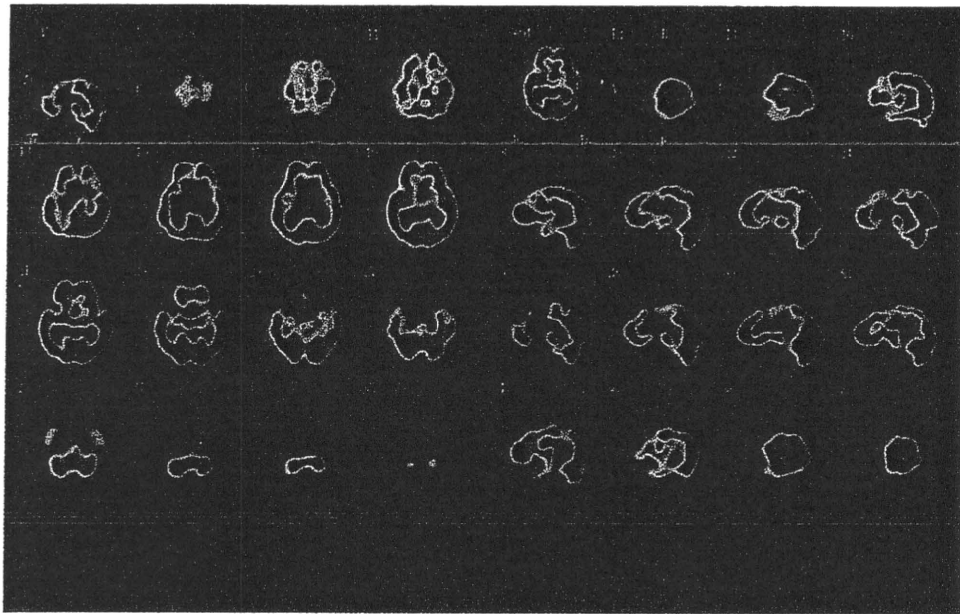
症例3の脳血流 SPECT (^{123}I -IMP)
